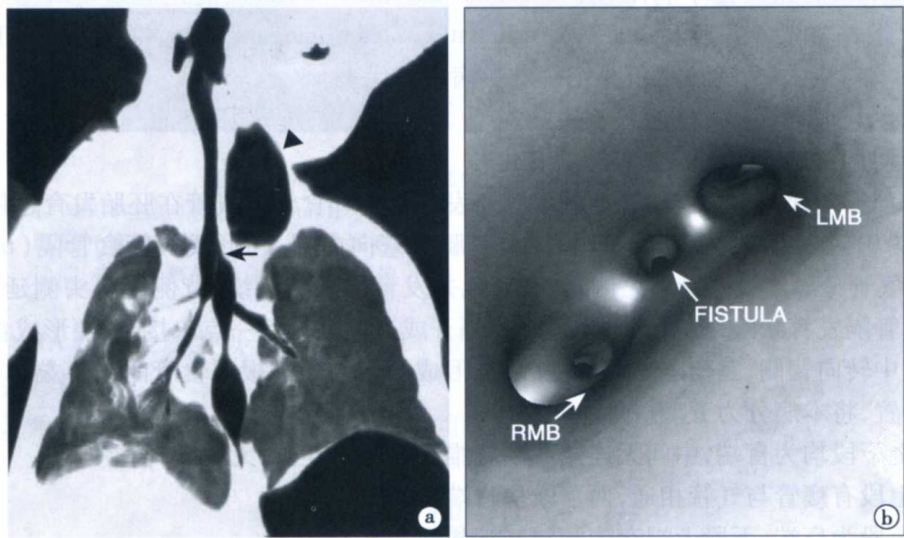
食管闭锁和食管气管瘘 CT 表现
